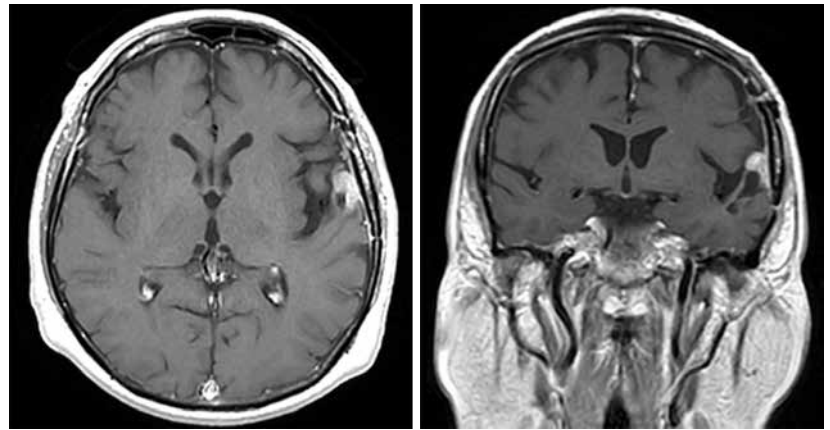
МРТ головного мозга от февраля 2024 г.: максимальный регресс опухоли до размеров 9 × 10 × 5 мм, без признаков перифокального отека
